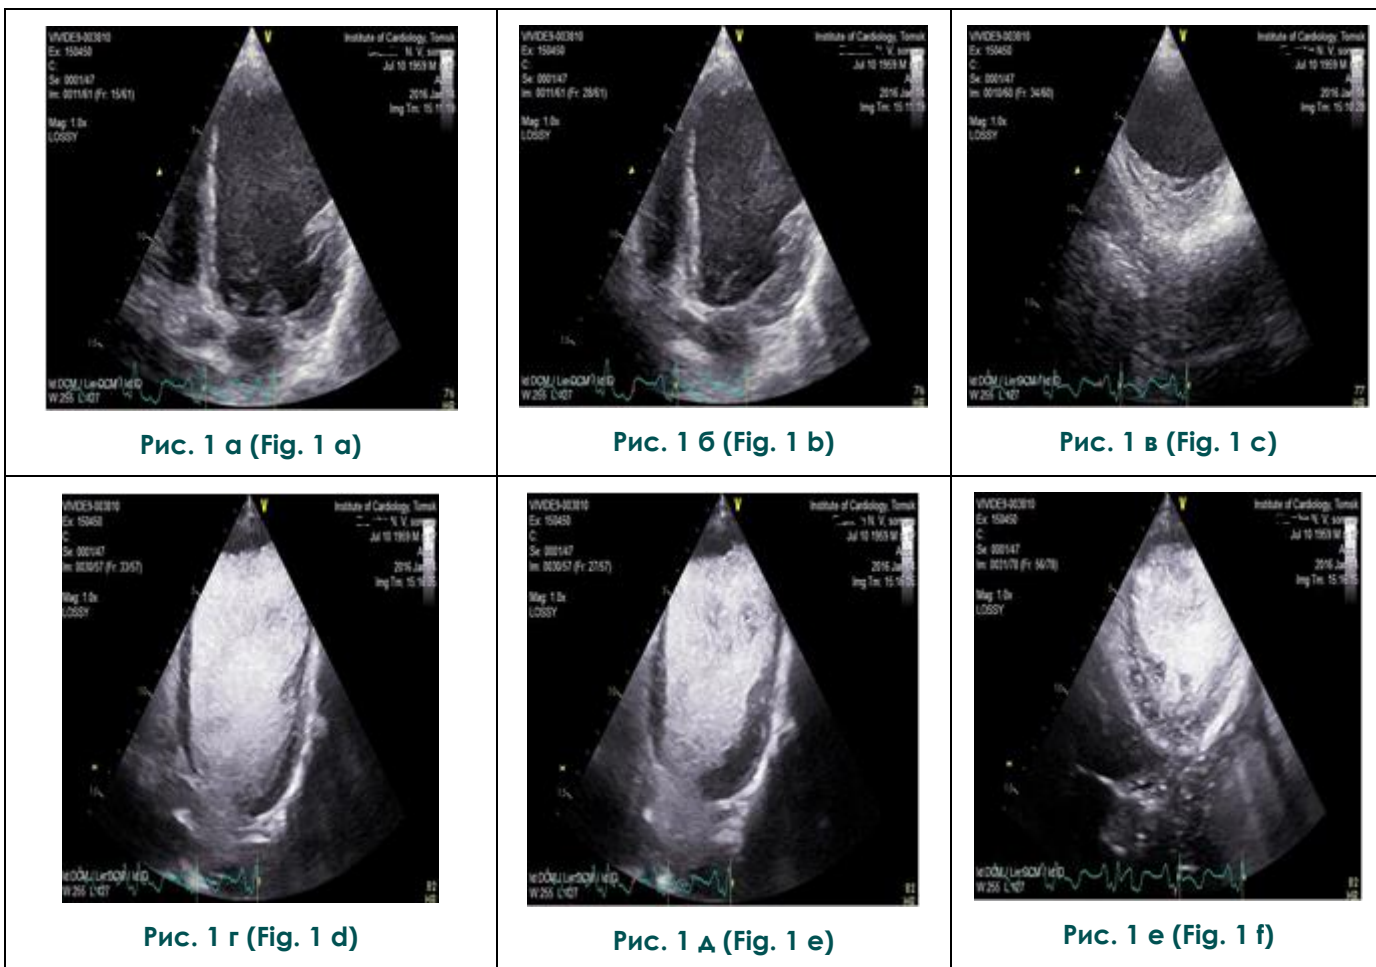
УЗИ. Контрастирование левого желудочка комплексом Соновью у пациента с обширной постинфарктной аневризмой.
